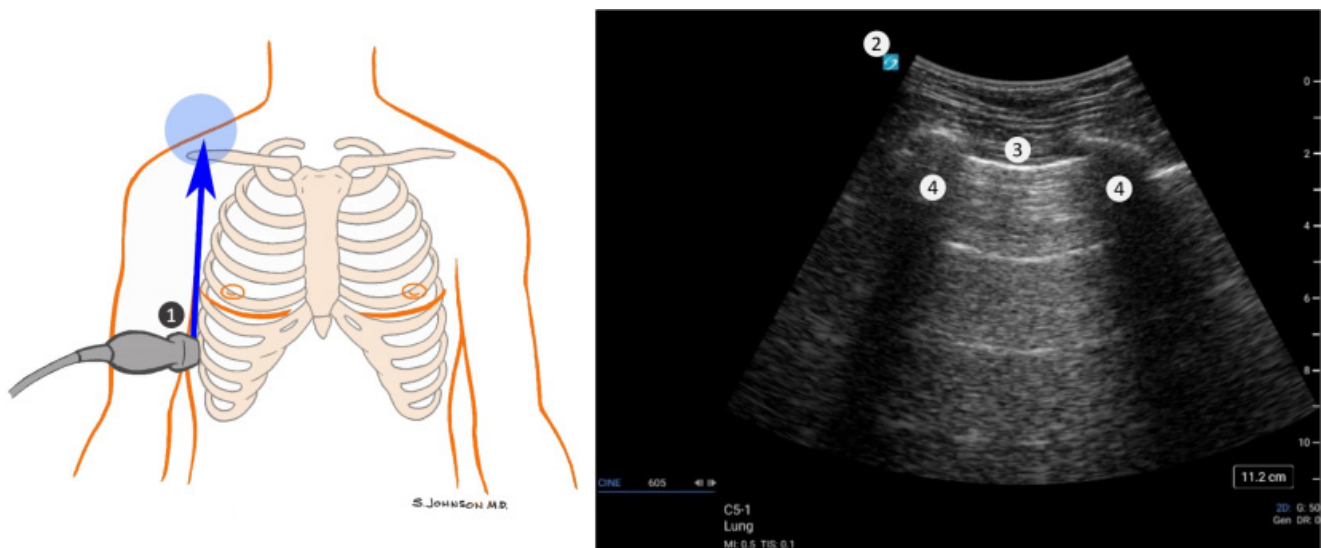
Positionnement correct de la sonde sur le patient et exemples d'images échographiques avec le marqueur d'orientation sur le côté gauche de l'écran.
